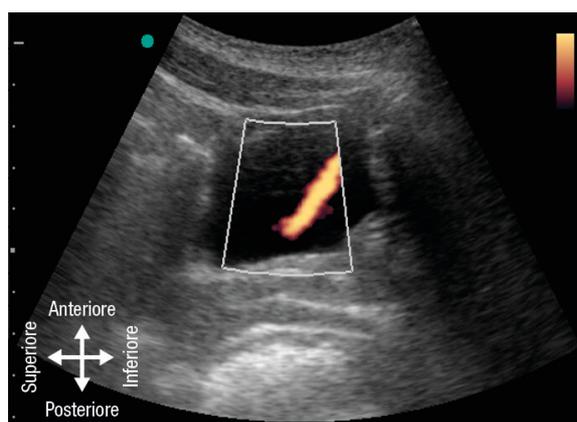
Ecografia transaddominale (parete addominale anteriore in alto nella figura): il flusso di urina, che dall'orifizio ureterale entra in vescica, si evidenzia sulla parete posteriore vescicale con il Power-Color-Doppler, con una traiettoria antero-inferiore.
